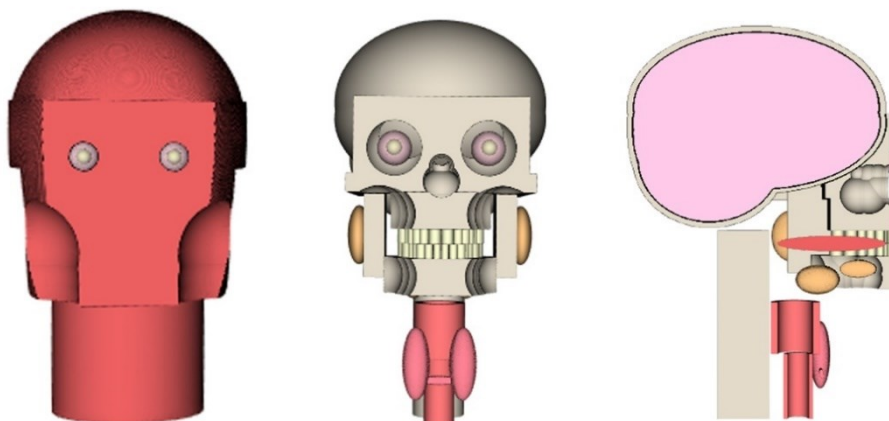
Objeto antropomórfico virtual de cabeça utilizado para representar o paciente nos cenários das técnicas de radiografia intraoral. Figura reproduzida de Machado *et al.* (2022) [24].
